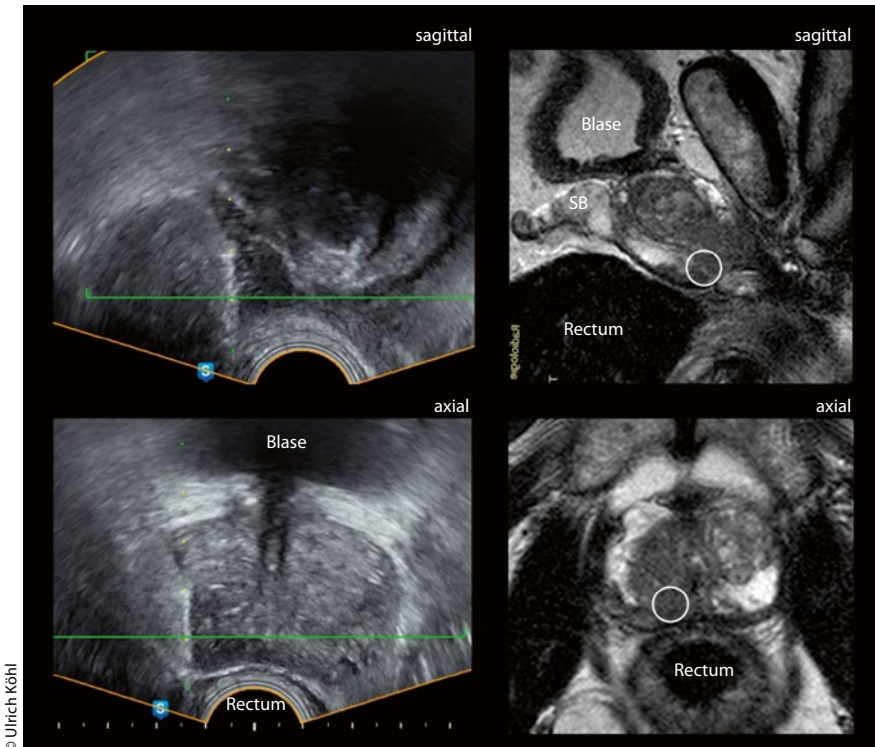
Gegenüberstellung von Punktion im Sonogramm und entsprechende Targetmarkierung
